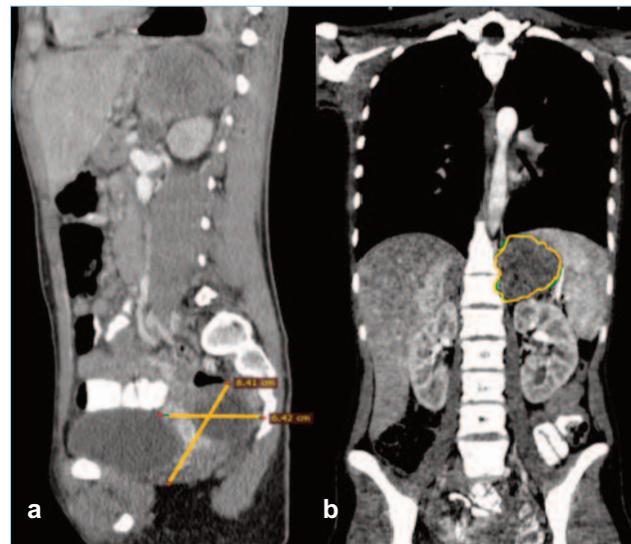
Tomografía computarizada con doble contraste de cabeza, cuello, tórax, abdomen, y pelvis. 4a.- tumor de ovario izquierdo; 4b.- MT Tumor supra renal izquierdo
